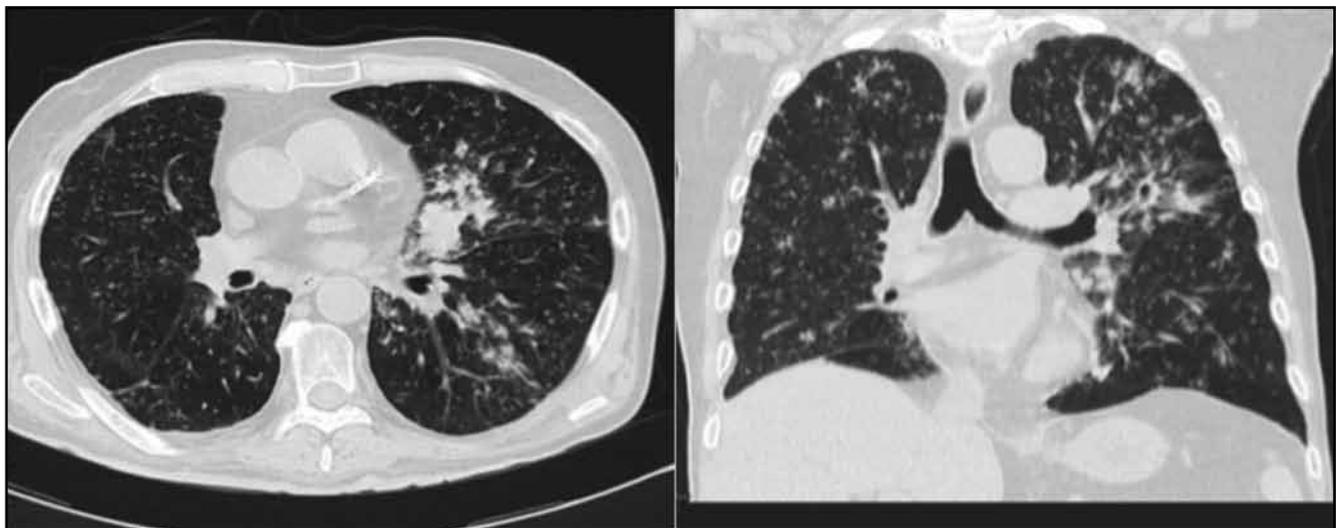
TAC tórax: patrón micronodular difusos con discreto predominio en lóbulos superiores, zonas con patrón en árbol de gemación y áreas de consolidación en llingula y lóbulo inferior derecho, compatible como primera posibilidad con TBC miliar.
